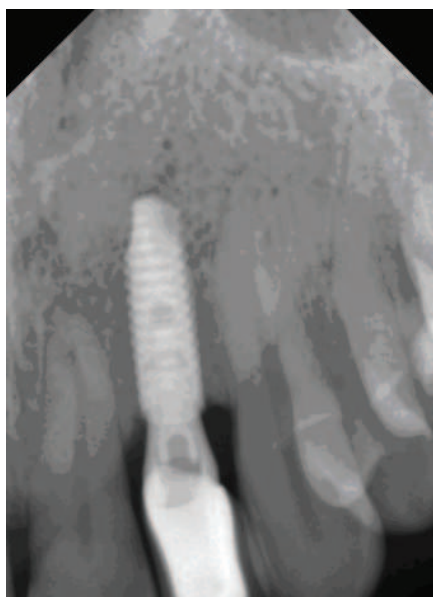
Пациент С., 48 лет, история болезни № 43. Контрольная рентгенограмма через 1 год 4 месяца.
